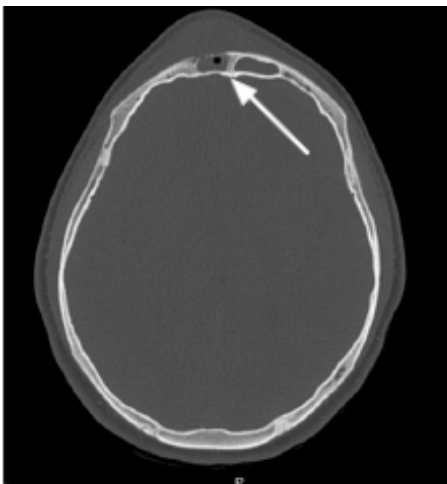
Tomografía computada con reconstrucción. Se evidencia erosión ósea
